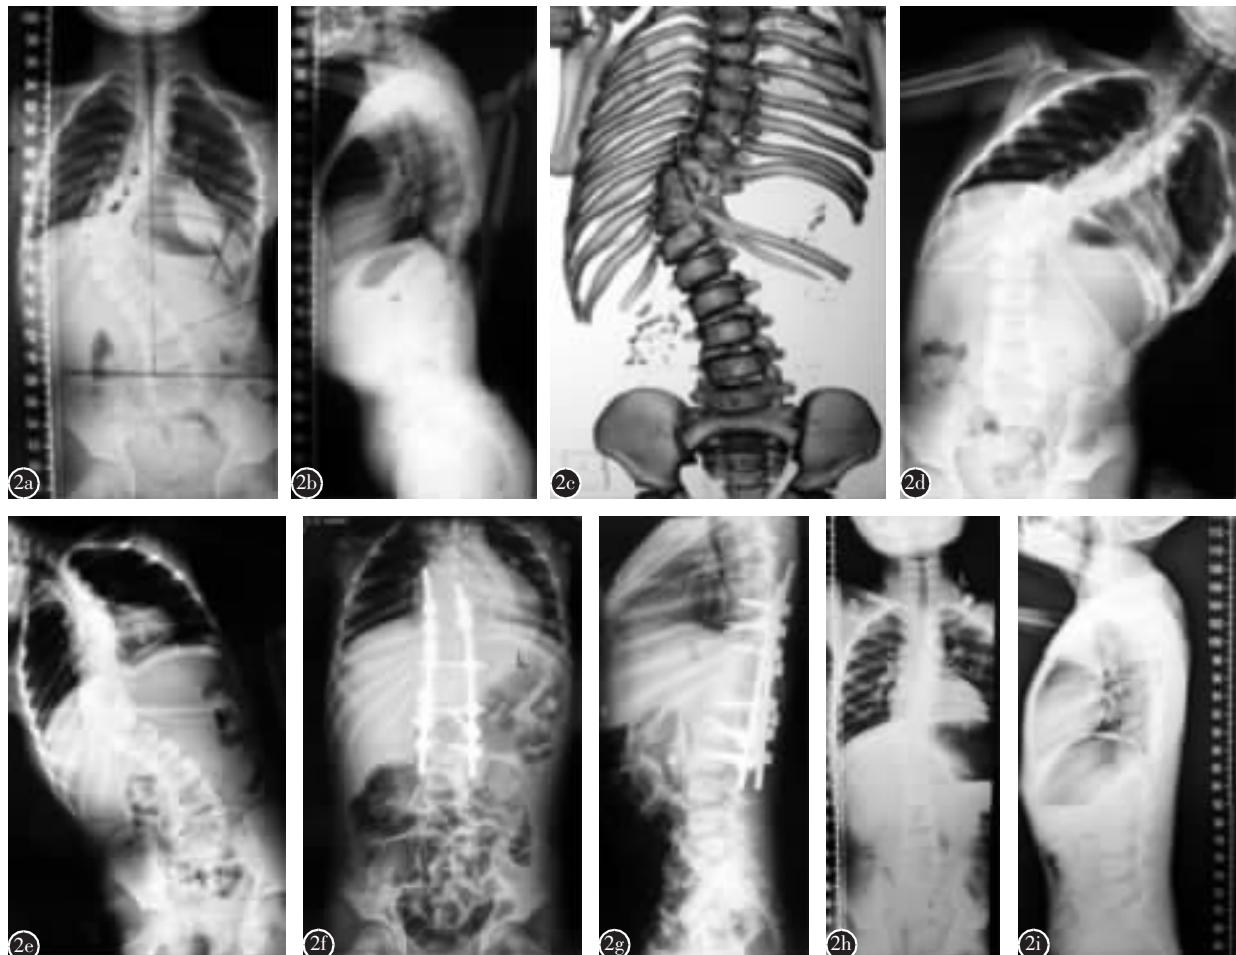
患者男,9岁,混合型先天性脊柱侧后凸畸形 a,b 术前脊柱正侧位 X 线片示 T8~T12 椎体分节障碍、左侧骨桥,T9~T11 椎体形成障碍、右侧半椎体畸形、双侧胸廓不对称,侧凸 Cobb 角 52°,后凸 Cobb 角 31°,躯干偏移 17mm c 术前三维 CT 重建示 T8~T12 椎体分节障碍、左侧骨桥,T9~T11 椎体形成障碍、右侧半椎体畸形,引起脊柱侧后凸畸形、双侧胸廓不对称 d,e 术前 Bending 位 X 线片示左侧骨桥致 T8~T12 侧弯在侧屈运动时无变化 f,g 术后脊柱正侧位 X 线片示双侧胸廓已经对称,侧凸 Cobb 角 2°,后凸 Cobb 角 17°,躯干偏移 2.7mm h,i 术后 5 年的脊柱正侧位 X 线片(取出内固定后 2 年)示双侧胸廓对称,侧凸 Cobb 角 8°,后凸 Cobb 角 19°,躯干偏移 3.1mm
